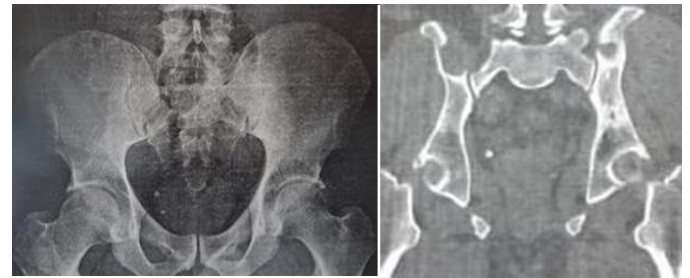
Radiografia em ântero-posterior da pelve e tomografia corte coronal em janela óssea evidenciando esclerose óssea na hemipelve esquerda com aumento desse osso em relação ao lado direito, sendo uma das hipóteses a Doença de Paget óssea.
